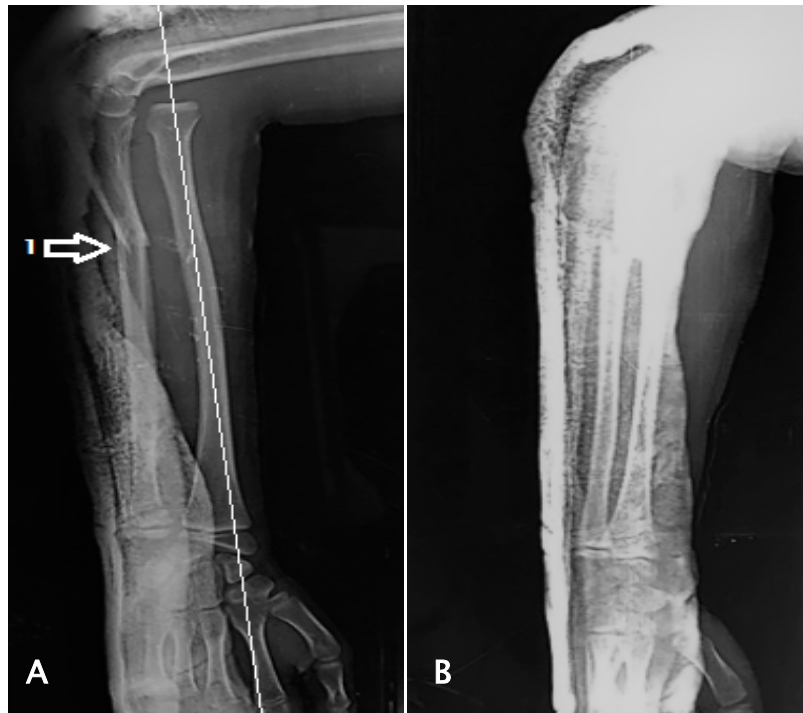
radiographie d'avant-bras d'un enfant de 12 ans sexe masculin face (A) et profil (B) d'une lésion de Monteggia révélant une fracture déplacé avec angulation du 1/3 moyen de la diaphyse cubital (flèche 1) avec une luxation antérieure de la tête radiale associée.
